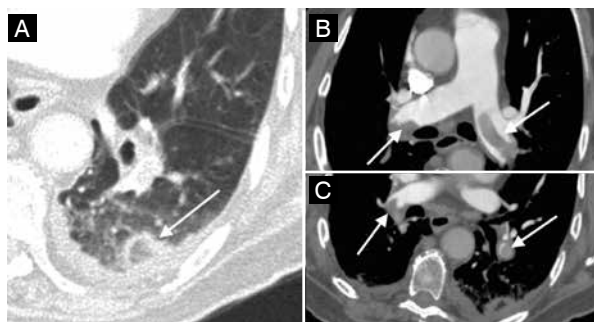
Tromboembolismo pulmonar (TEP) com infarto pulmonar à esquerda. Seta branca em (A) mostra o sinal do halo invertido periférico no lobo pulmonar inferior esquerdo, sugestivo de infarto pulmonar. Nas imagens da angiotomografia das artérias pulmonares observam-se falhas de enchimento bilaterais compatíveis com TEP nas artérias pulmonares principais e em seus ramos (setas brancas em B e C).
